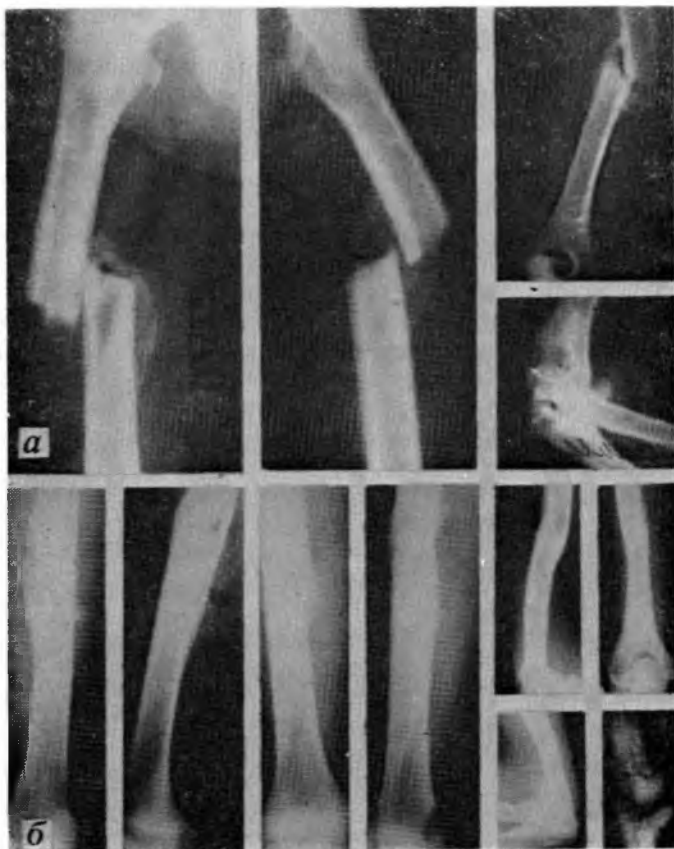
Рентгенограммы больного Б.:
